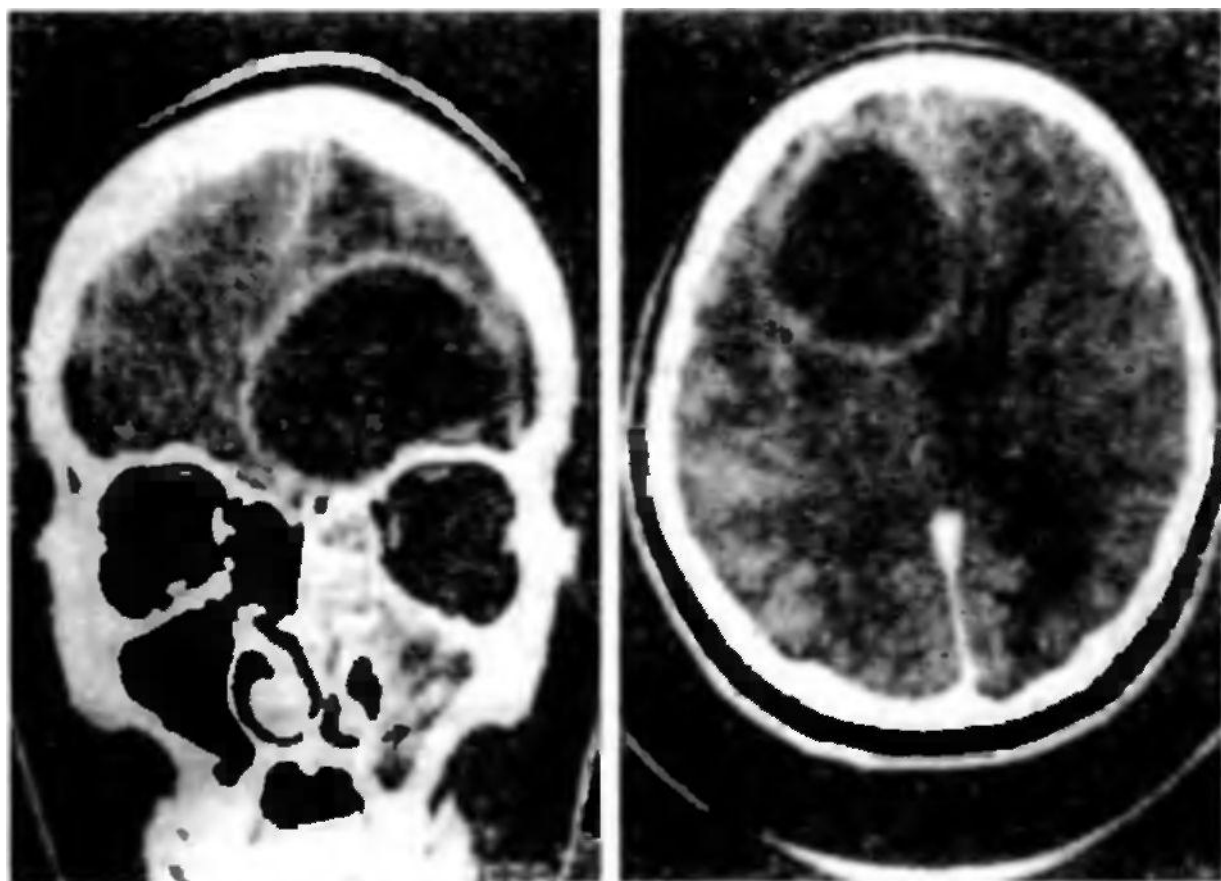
Риногенный абсцесс лобной доли мозга. Магнитно-резонансная томограмма.
